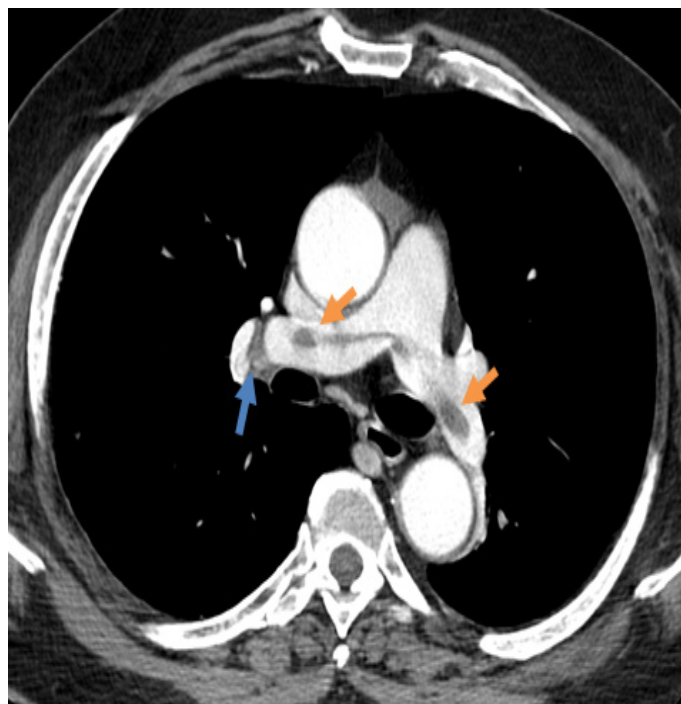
Aspect TDM d'une hypodensité endoluminale () et d'un arrêt cupuliforme > 2mm ().
